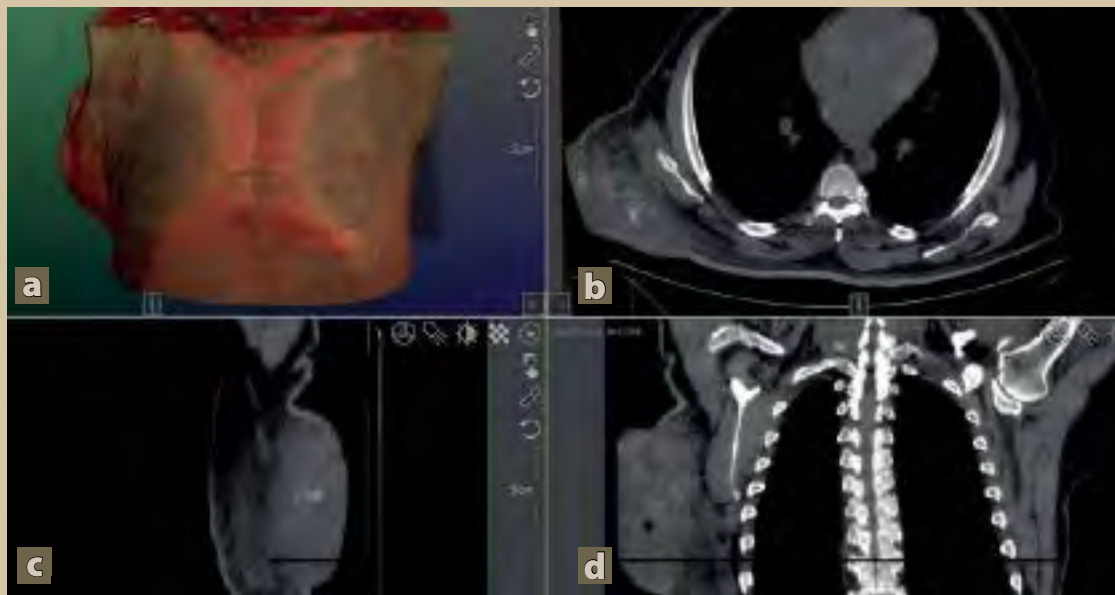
Tomografía axial de tórax en fase simple, ventana para mediastino, que revela una gran lesión exofítica de densidad de tejidos blandos, localizada en la región dorsal derecha, en la línea axilar posterior. a) Reconstrucción volumétrica. b) Proyección axial. c) Reconstrucción sagital. d) Coronal.
